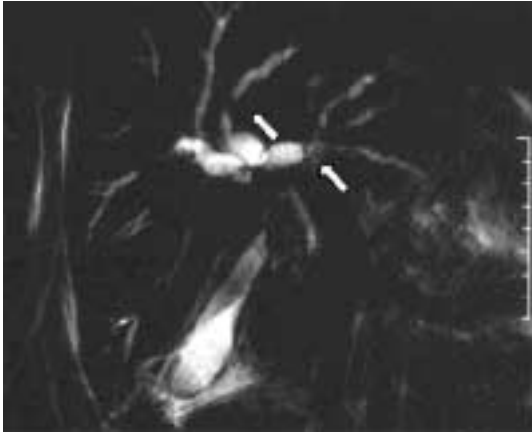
Cholangite sclérosante compliquant une recto-colite hémorragique. Cholangio-IRM. Coupe radiaire en séquence single shot. Alternance de sténoses et dilatations des voies biliaires intra-hépatiques (flèches).
